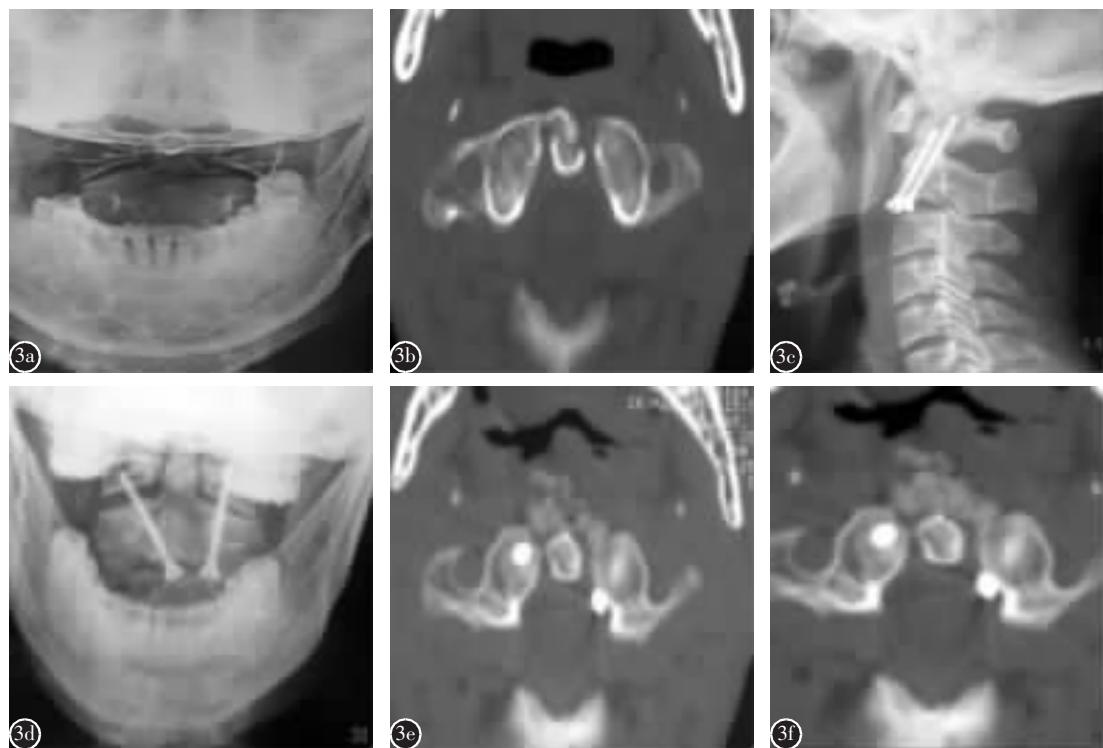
患者女,35岁,陈旧性齿状突骨折 a 术前开口位 X 线片可见齿状突基底部骨折线,齿状突到与寰椎左右侧块距离不对称 b 术前 CT 示齿状突骨折 c、d 前路经寰枢关节螺钉固定植骨融合术后侧位和张口正位 X 线片示螺钉位置满意,骨折复位 e 术后 3 个月复查 CT 显示寰枢关节开始出现植骨融合 f 术后 20 个月 CT 显示寰枢关节获得骨性融合
